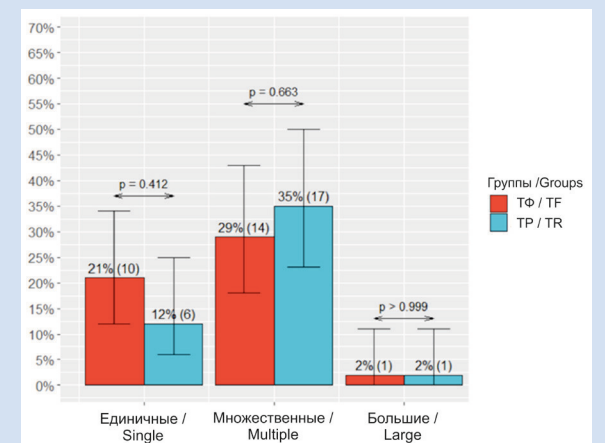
Характеристика очаговых поражений на ДВ МРТ
